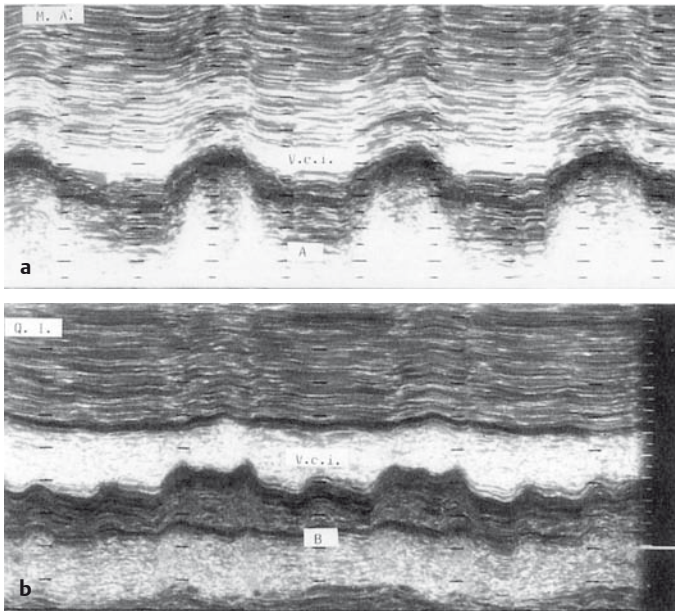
a Normales respiratorisches Verhalten der V. cava inferior (V.c. i.); b Fehlender inspiratorischer Kollaps der V. cava inferior im eindimensionalen echokardiografischen Bild.
